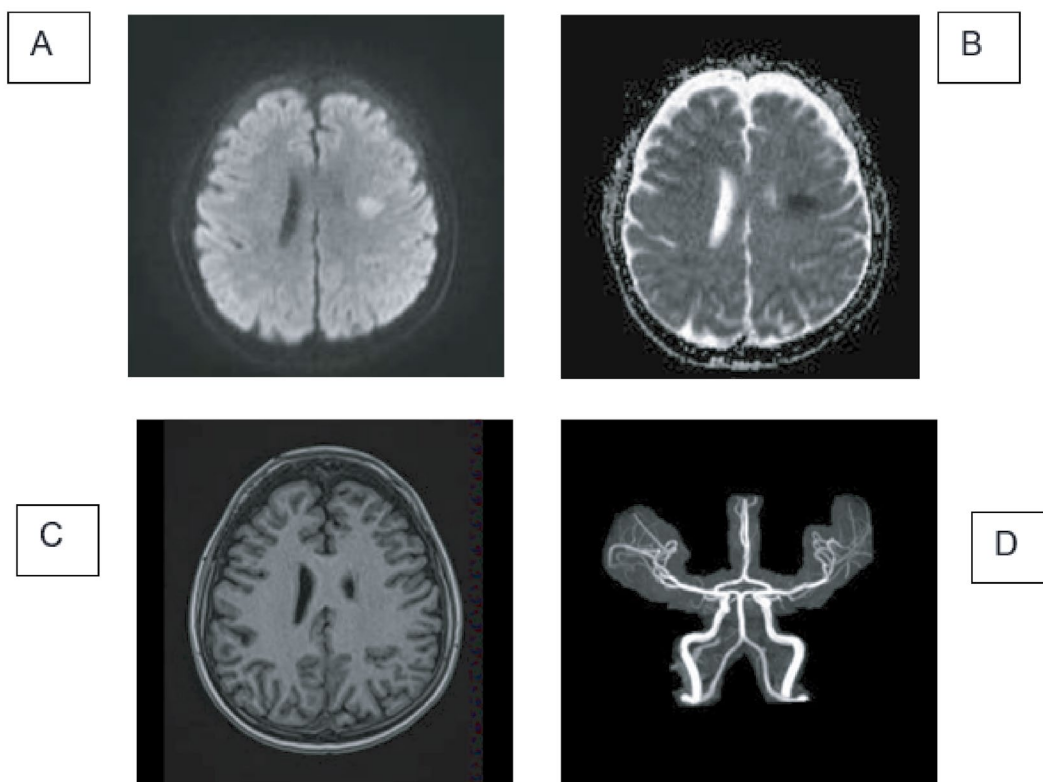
En la imagen A) se evidencia área ovalada bien circunscrita en región parietal izquierda de restricción en la técnica de difusión, dicha lesión se muestra en la imagen B) correspondencia hipointensa en el coeficiente de difusión aparente (ADC), que carece de expresión en técnica de FLAIR de la imagen D). En angioRNM de vasos intracerebrales de imagen D) no se evidencia compromiso vascular, trombosis o estenosis en vasos de mediano y gran calibre
